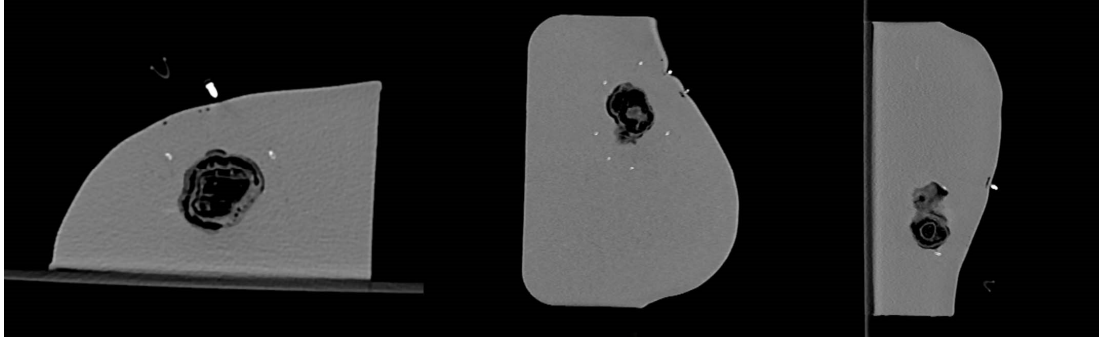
삽입된 카테터와 함께 CT촬영된 유방 팬텀, Mimics
